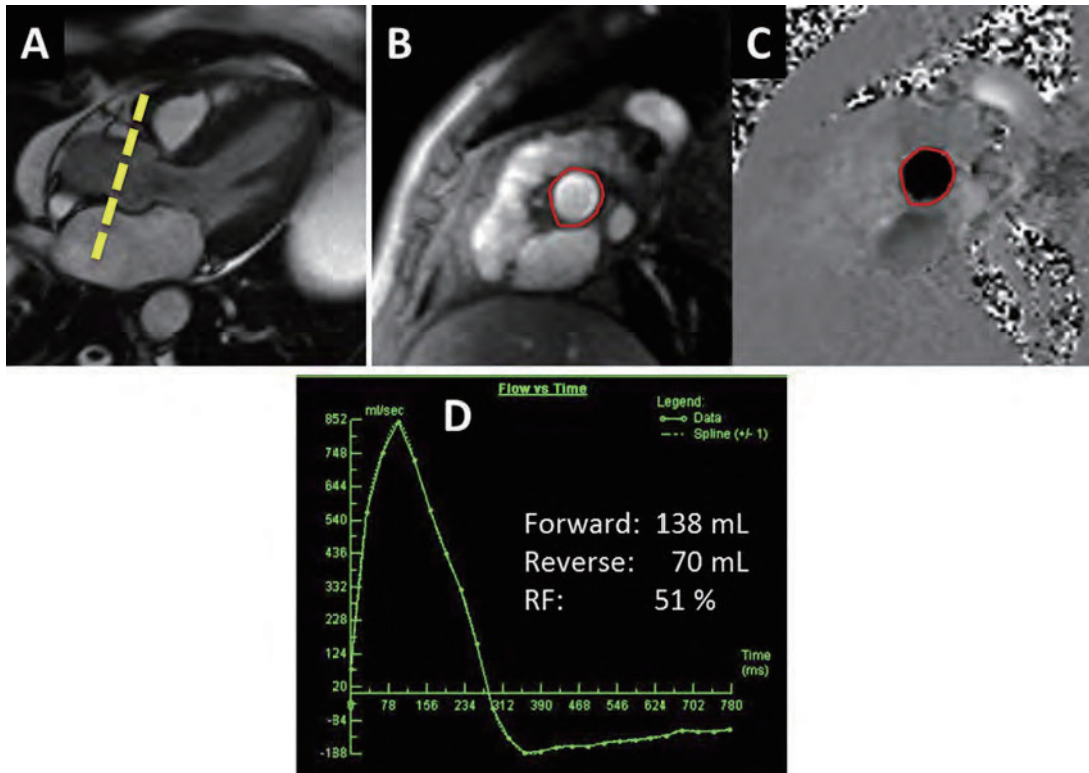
大動脈弁流量の評価のための心臓 MRI。心臓 MRI は、大動脈起始部に垂直で、大動脈弁の直上（黄色の点線）の面として規定されている。これは、解剖学的位置情報（B）を提供する大きさ画像と、各ピクセル（C）の速度を符号化する位相画像の、大動脈壁の輪郭によって面積測定された 2 組の画像を生成する（パネル B および C の赤色輪郭）。心拍サイクルの各段階における速度データと面積データとの積分によって、流れ時間曲線が生成される（D）。逆（逆流）容積は 70 mL であり、RF は 70mL / 138mL または 51% である。
